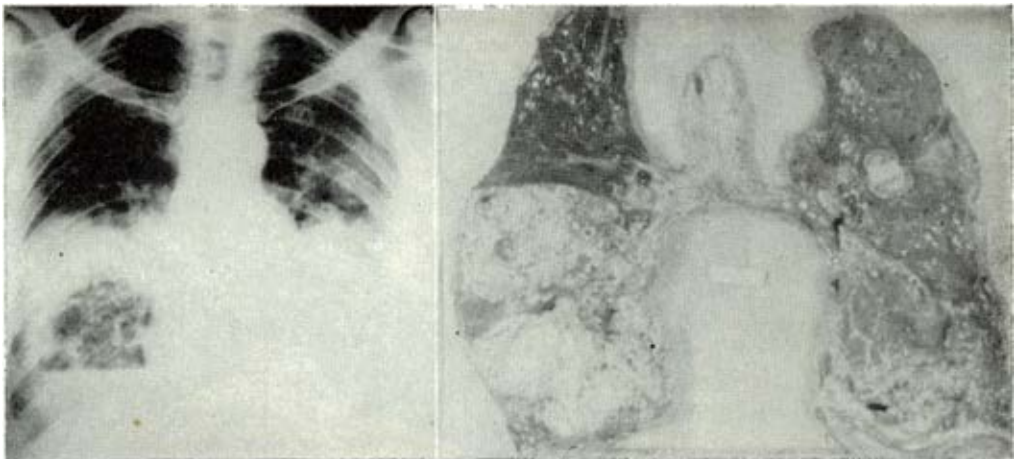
Radiografía P.A. de tórax y corte frontal de los pulmones que muestran múltiples nódulos confluentes neoplásicos consecuencia de diseminación linfohematógena, a partir del primario en útero.
